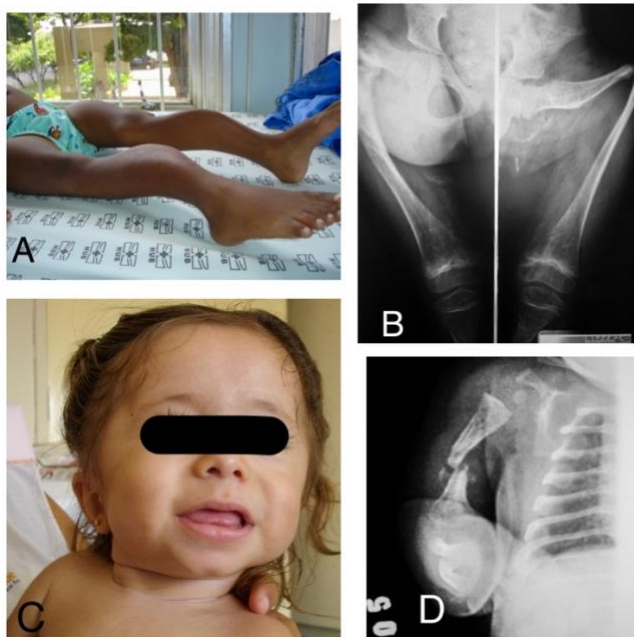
Fotos de pacientes com Osteogênese Imperfeita acompanhados no Hospital Universitário de Brasília. A: sexo feminino, 8 anos, OI tipo 3, com deformidades ósseas graves em membros inferiores; B: radiografia de membros inferiores da paciente A evidenciando deformidades graves nos fêmures. C: sexo feminino, 12 meses de idade, OI tipo 3, apresenta fácies triangular, fronte ampla; D: radiografia de membros superiores da paciente C, mostrando rarefação óssea e fratura em úmero direito. Fotos de acervo pessoal.
